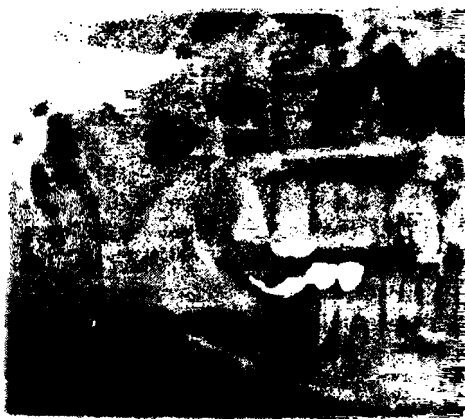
На рентгенограмме нижней челюсти котурируется консольный мостовидный протез с опорными коронками на премолярах, являющийся причиной первичной травматической окклюзии
